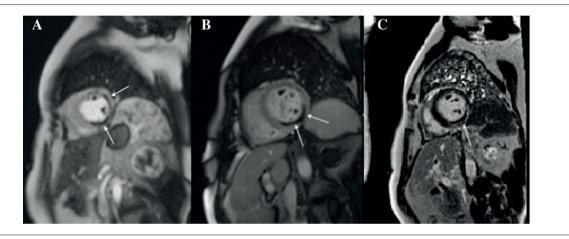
Ressonância magnética cardíaca. As setas indicam obstrução microvascular (áreas de hiporrealce) visível na perfusão de primeira passagem (A), no realce precoce pelo gadolínio (B) e no realce tardio pelo gadolínio (C).
